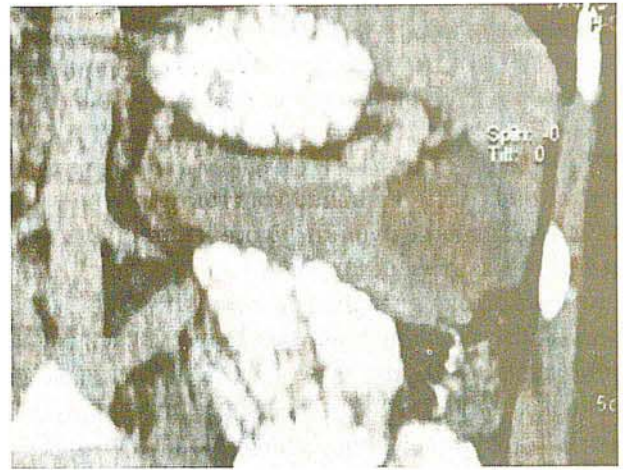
Б-ая Ш-к. КТ опухоли хвоста поджелудочной железы
